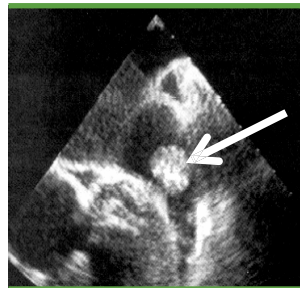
O ecocardiografie transesofagiană (TOE) care arată un cheag de sânge (săgeată) în atrul stâng.
